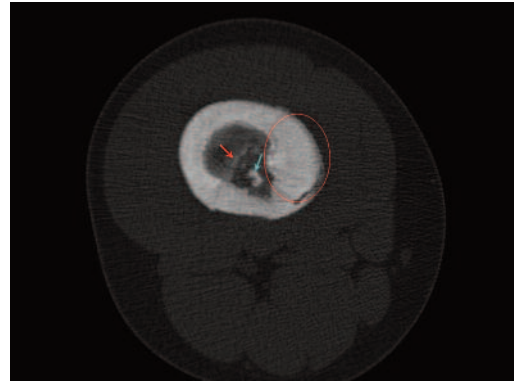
Esame TC che conferma la presenza di orletto sclerotico e di calcificazioni intralesionali.
